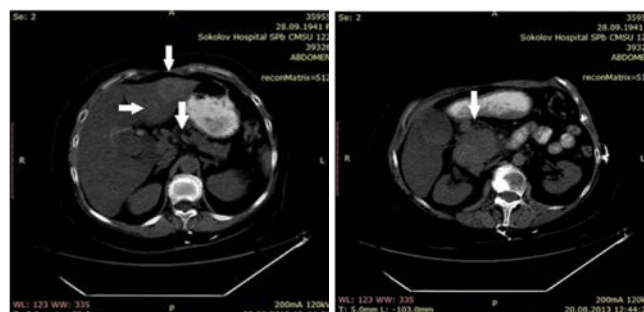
КТ брюшной полости от 20.08.2013
